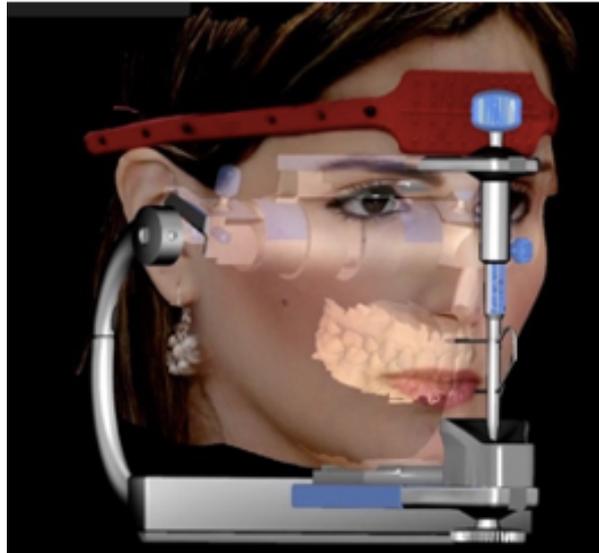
Digitalização do paciente com *scanner* facial 3D e integração com a CBCT e arquivos em STL das arcadas (Coachman et al., 2021).
